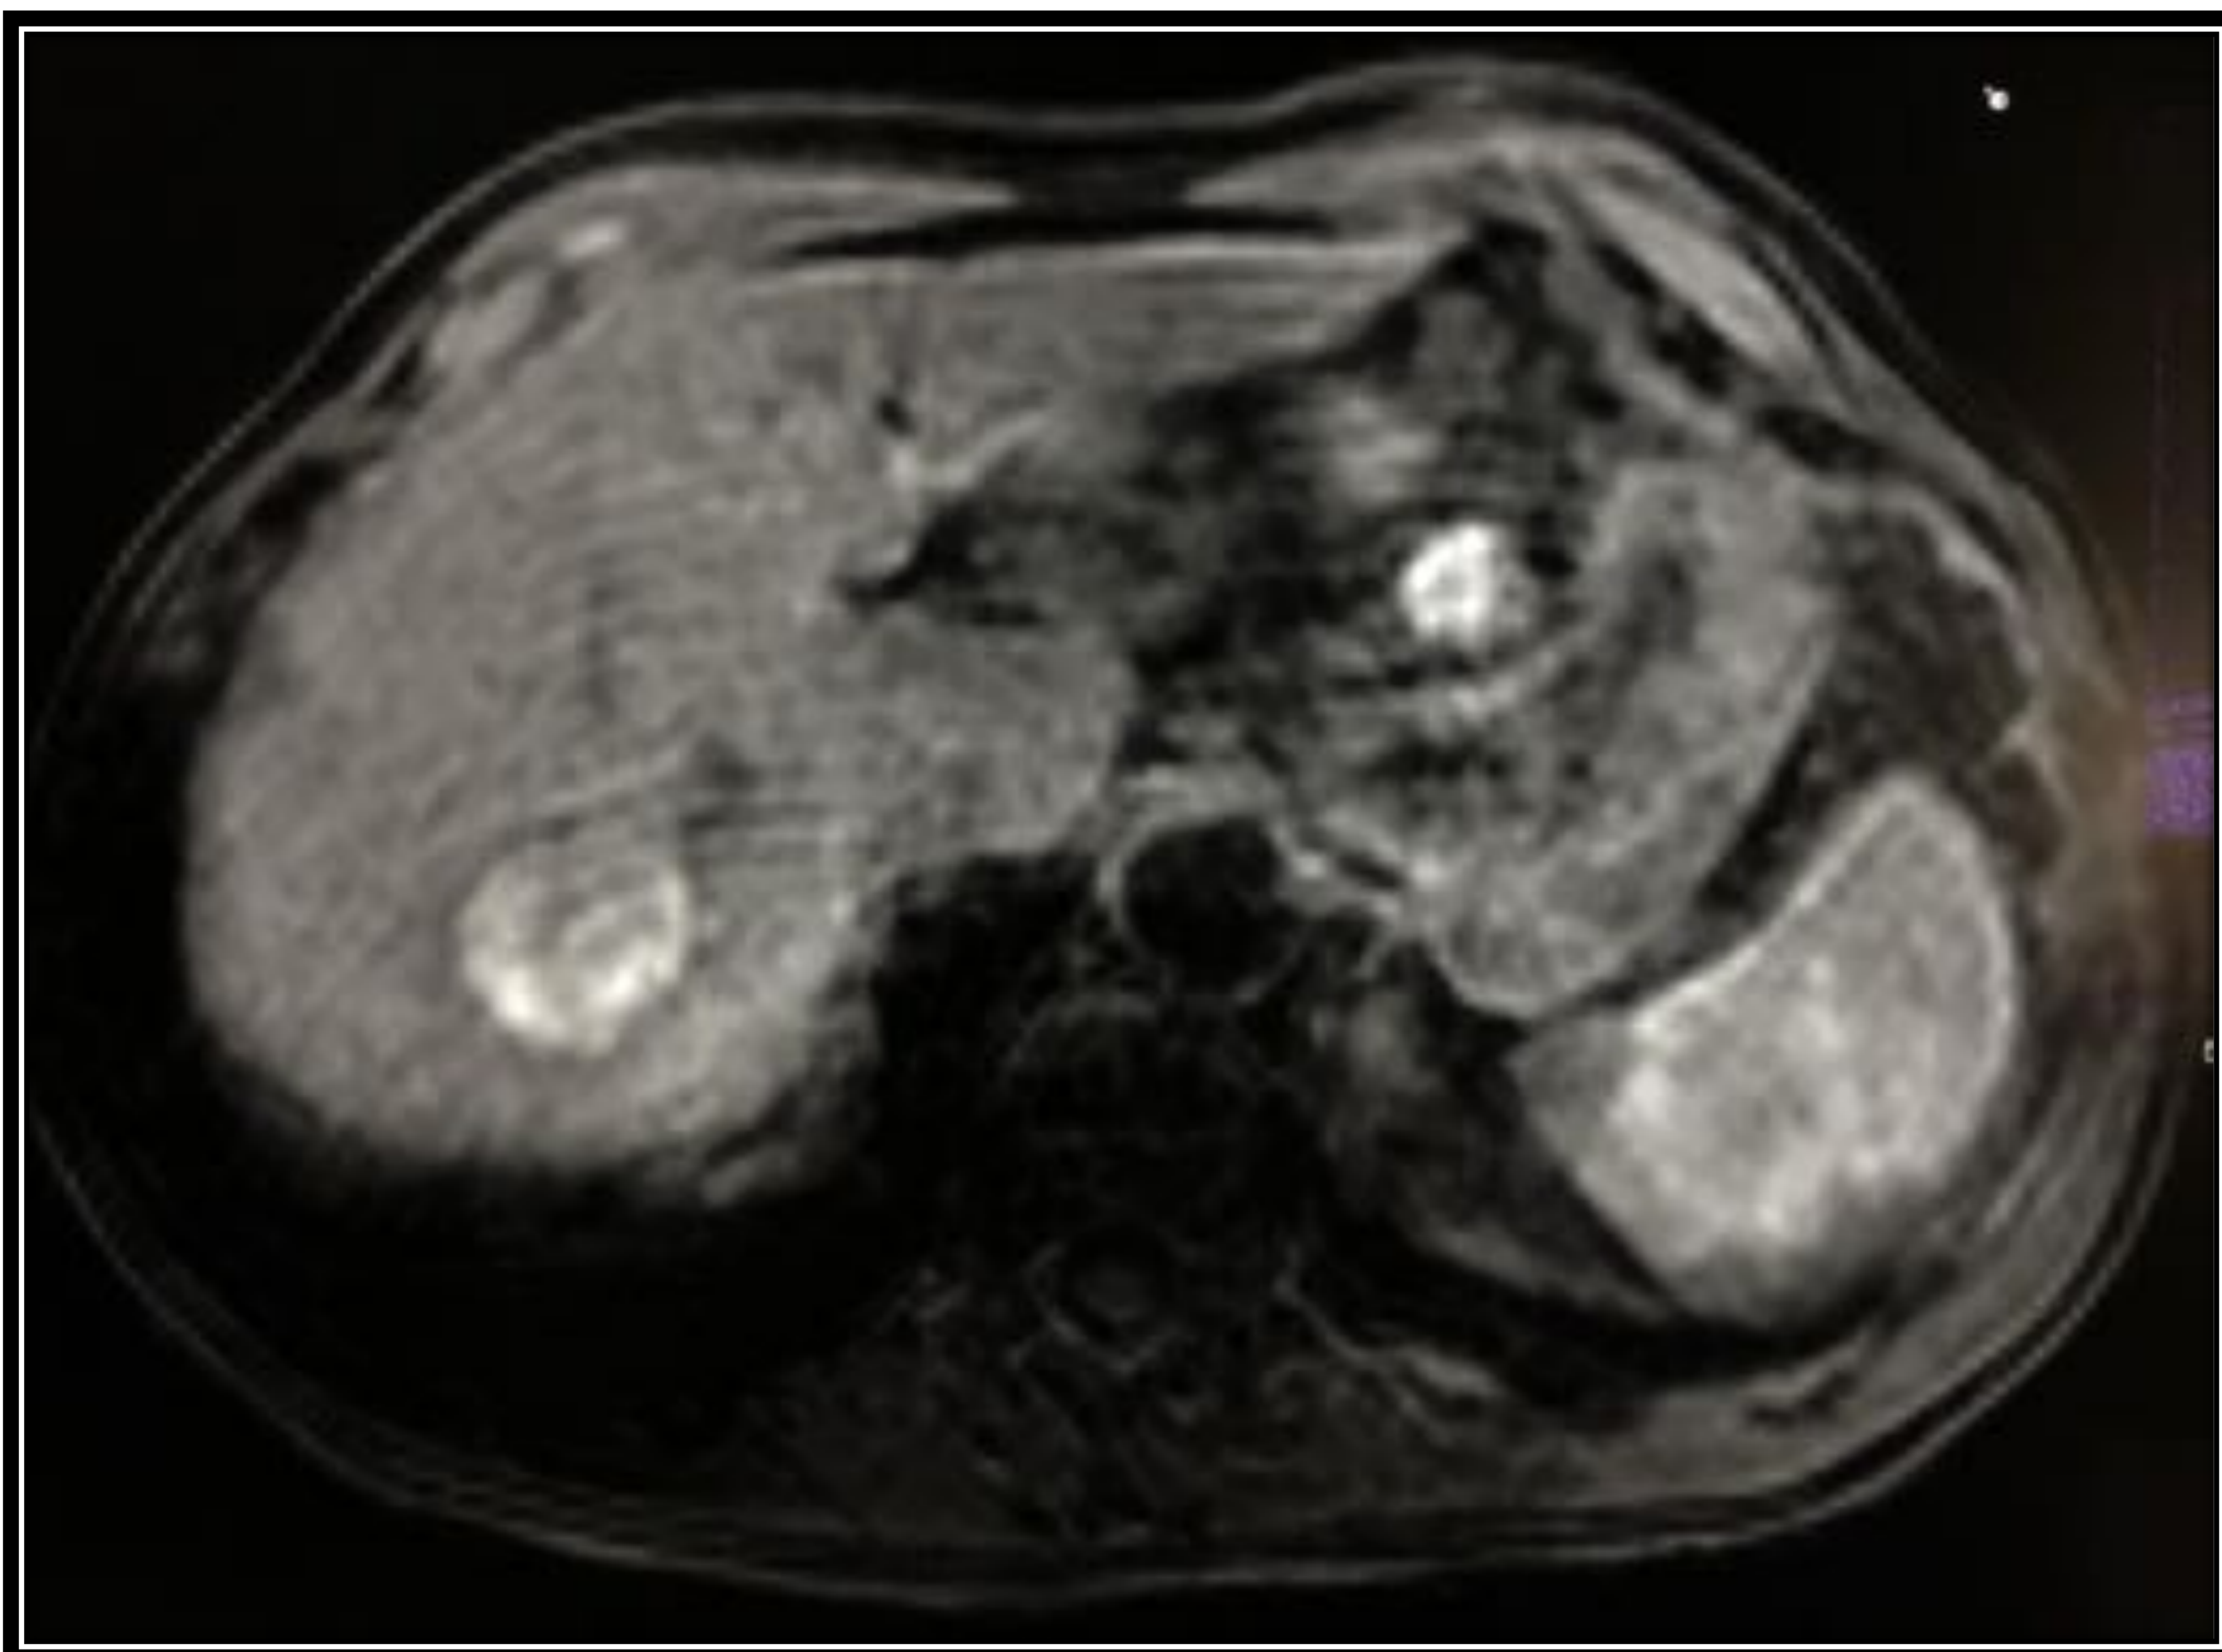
RM sin contraste. Se observa un nódulo hiperintenso en secuencia T1 sin contraste que resultó ser un CHC.
